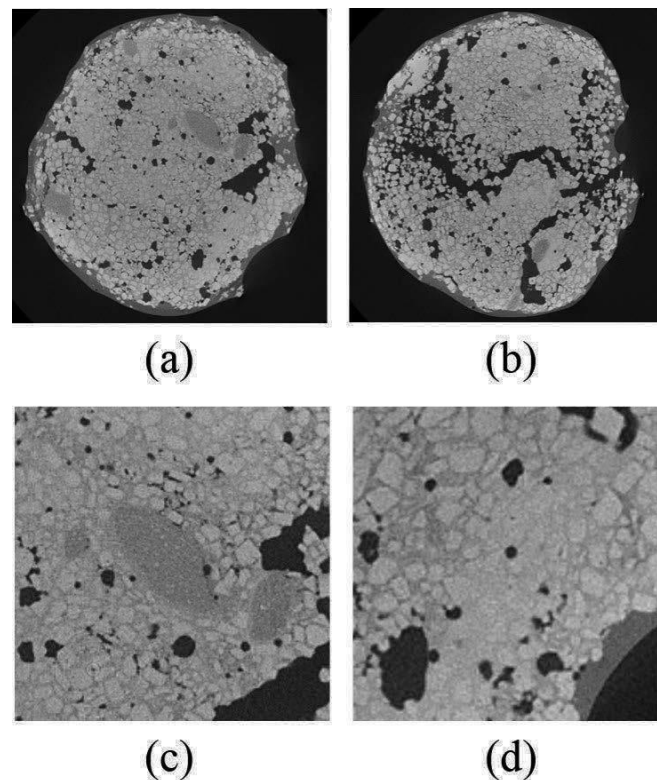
捏和時間 30 分のコンポジット推進薬の X 線 CT スキャン画像
